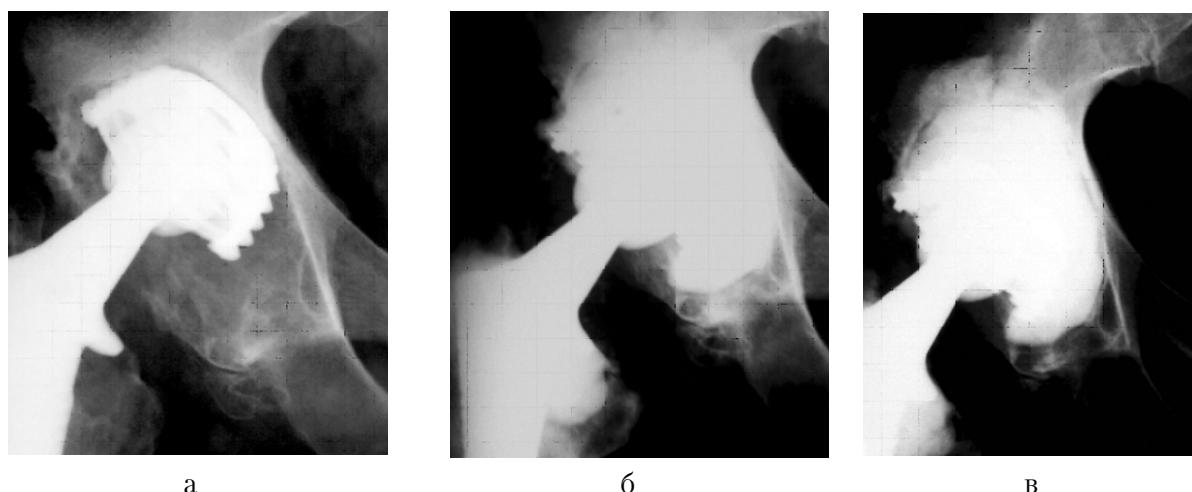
Рентгенограммы пациентки С., 58 лет с диагнозом: остеолиз после проведения ревизионной ацетабулопластики с установкой компонента цементной фиксации: а – до проведения замены вертлужного компонента эндопротеза; б – после операции; в – через 2,5 года.
